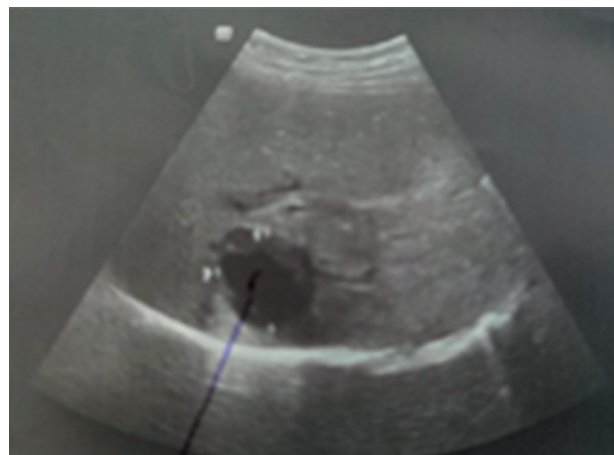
УЗИ: киста размерами 3,8х3,8 см в VII сегменте печени
